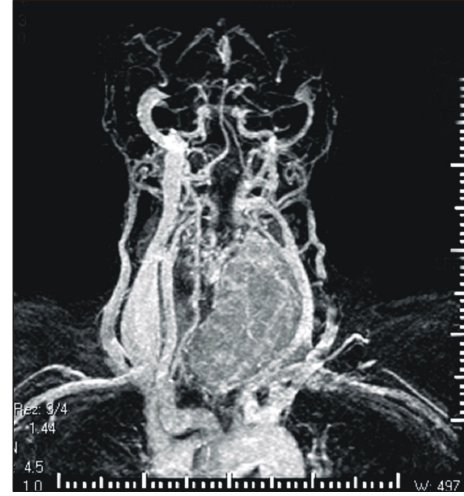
MRI of the neck. Upper trachea is displaced to the right side and left internal jugular vein with tumor thrombus shows poor patency.
